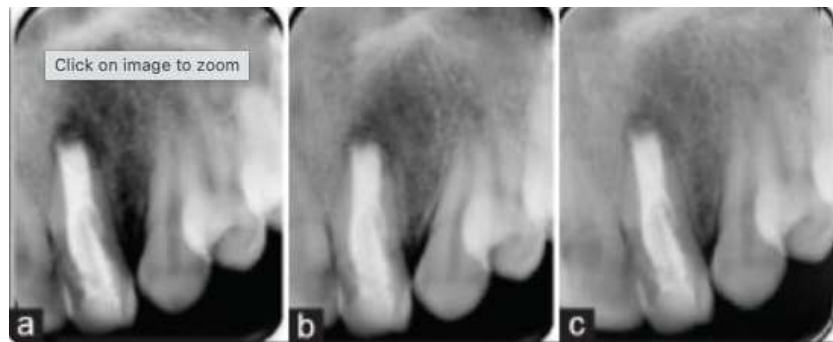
radiographie de suivi à 1 mois (A), 6 moi (B) et 1 an (C) montrant une guérison de la lésion péri-apicale sur la 22. [36]
